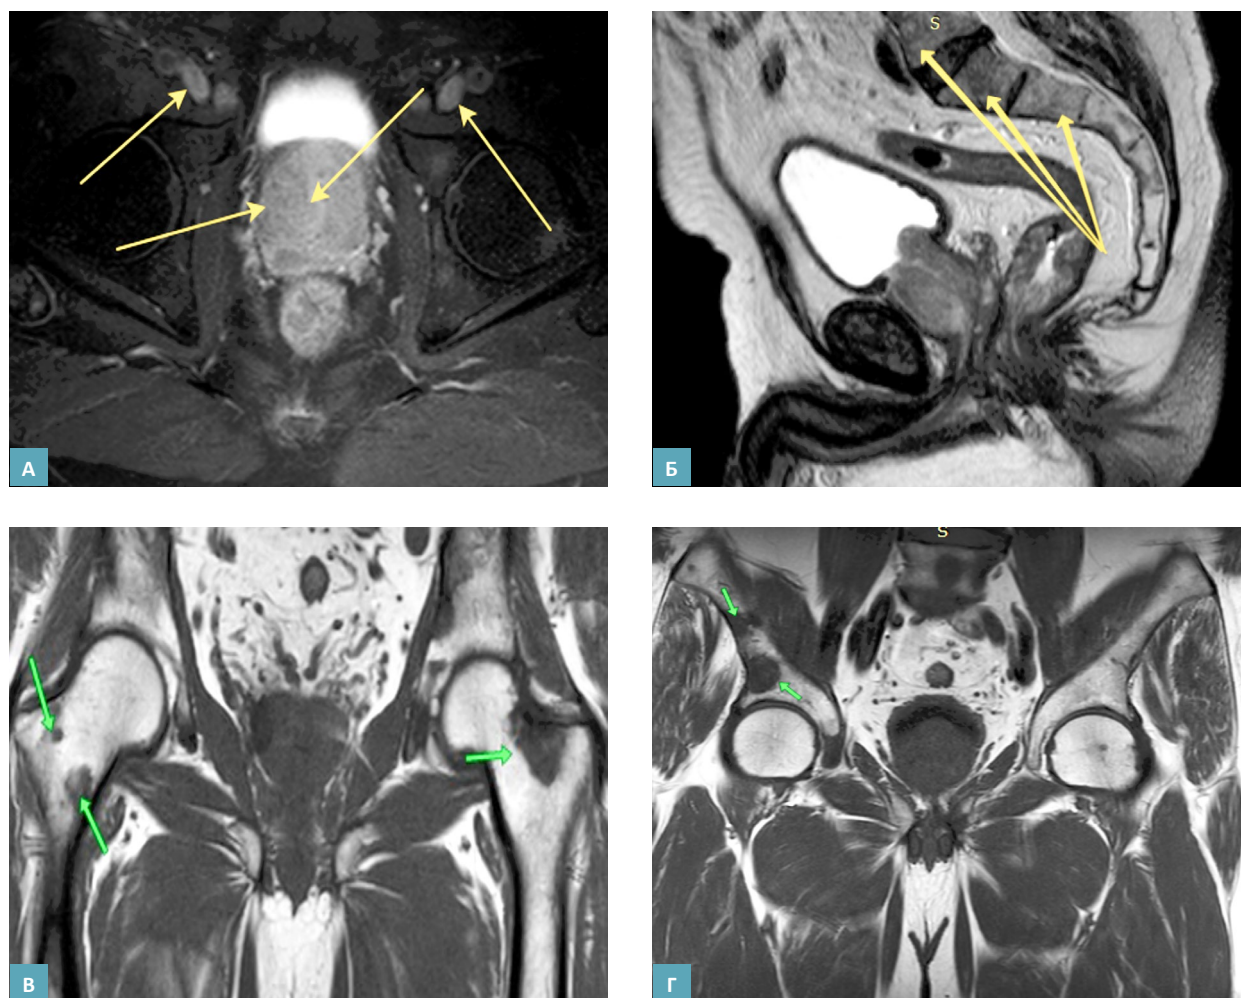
МРТ-исследование малого таза с контрастированием: А – локализация процесса в предстательной железе и лимфоузлах (желтые стрелки); Б – метастазы в крестец (желтые стрелки); В – метастазы в шейку бедренных костей слева и справа (зеленые стрелки); Г – метастазы в кости таза (правая подвздошная кость) (зеленые стрелки).
